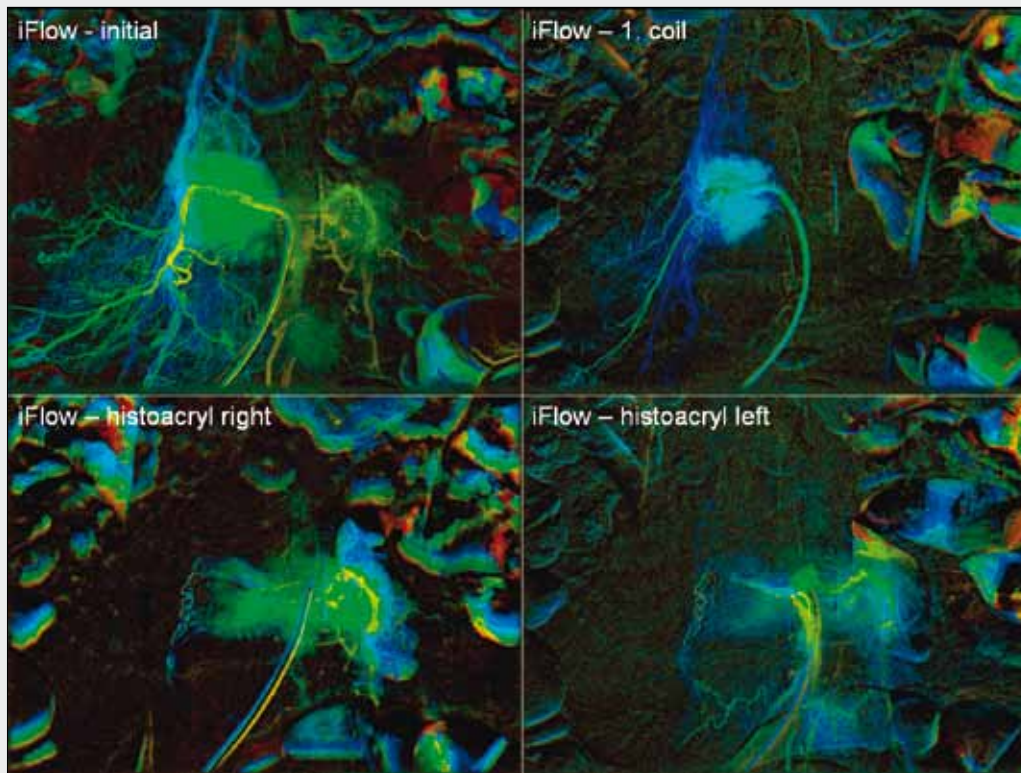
Komplexní diagnosticko-terapeutický přístup k metastatickému postižení u renálního karcinomu. A – prosté snímky bederní páteře indikované pro bolesti zad, metastatická infiltrace ve třetím bederním obratli byla příčinou nestabilní kompresivní kolapsové fraktury; B – PET/CT prokazuje mnohočetné metastázy ve skeletu; C – vizualizace perfuze v oblasti metastázy ve třetím bederním obratli pomocí barevného mapování (iFlow) – na prvním obrazu patrný okresek patologické vaskularizace zásobený bederní tepnou a zkratem do dolní duté žíly. K prevenci vzniku ischemie pravého psoatu uzavřena muskulární větev spirálou – redistribuci perfuze s posílením toku krve do metastatické tkáně ukazuje obraz vpravo nahoře, v dolní řadě obrazů je patrná nejprve redistribuce perfuze po embolizaci pravé poloviny metastázy a poté vymizení perfuze z metastázy i v levé polovině; D – flat-panel CT: multiplanární a 3D obrazy rekonstruované z rotační akvizice dat C-ramenem angiografického kompletu posloužily pro kontrolu výsledku embolizace.
